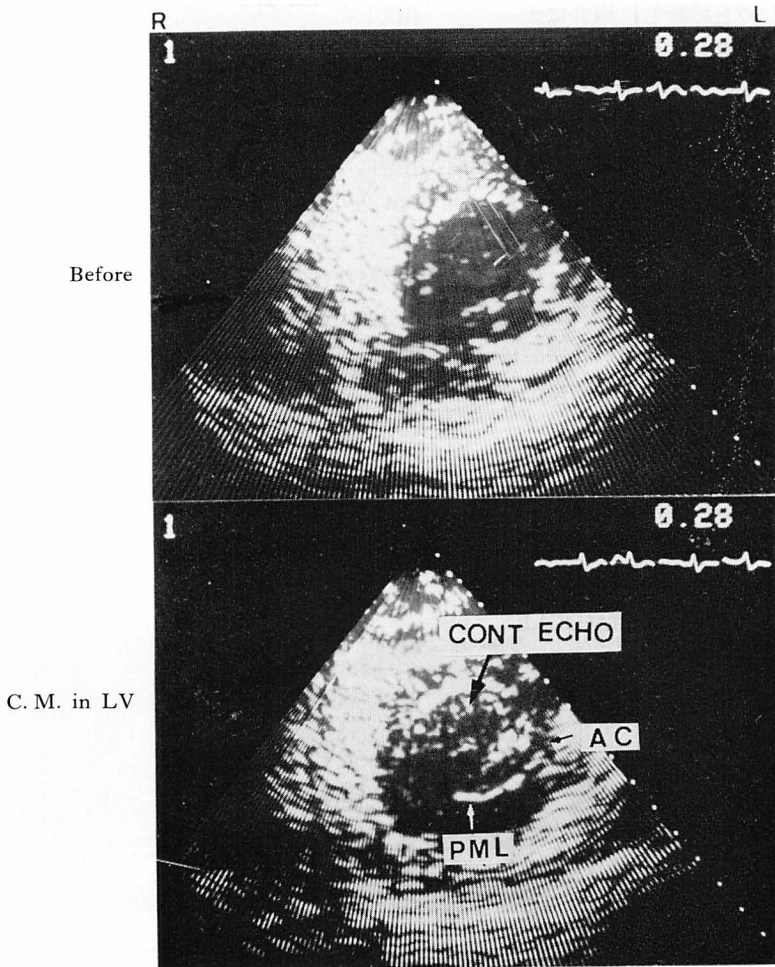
Contrast echocardiogram through the short axis at the mitral valve orifice in Case 1. The regurgitant contrast echo appeared in the anterior commissural area. C.M.=contrast media.
